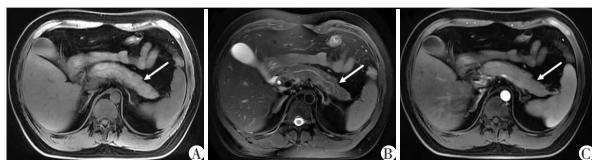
A-C. 男,28 岁,6 年前和 4 年前分别发作一次急性胰腺炎,本次发病 7 h,为间质水肿性 RAP。MRI 表现为胰腺稍肿胀,T2WI(B)示胰尾周围被膜肿胀(箭头)。
